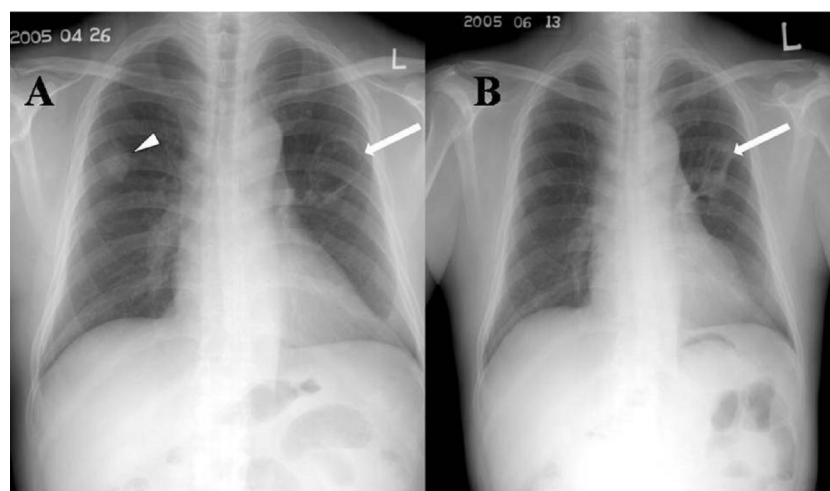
(A) Initial chest radiograph showed hazy, irregular density in the RUL and a thin-walled cavitory lesion in the LUL. (B) Chest radiograph four weeks later following combination therapy with imipenem/cilastatin. The hazy density disappeared (arrow heads), and cavitory lesion decreased in size (arrow).
